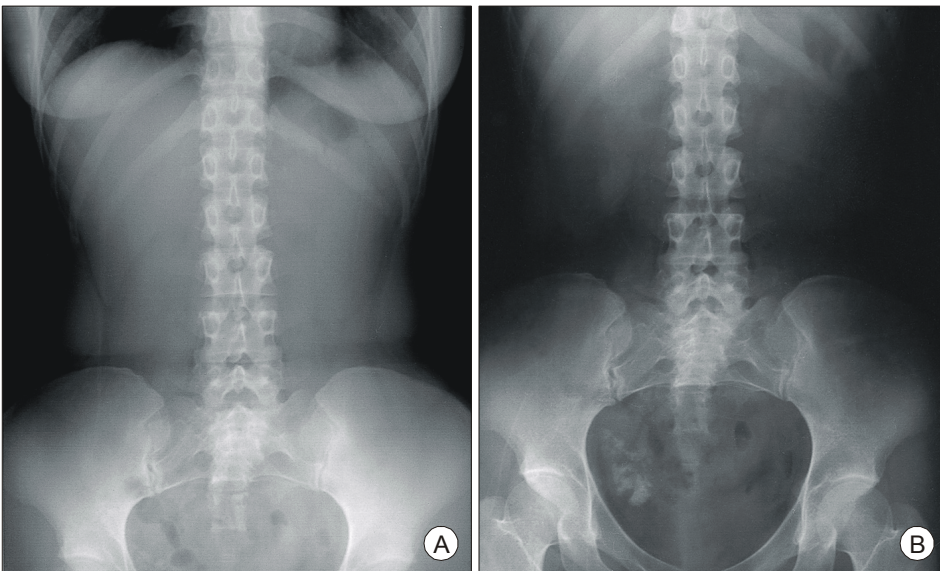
Plain abdominal X-ray finding 4 days after electrohydraulic lithotripsy, at the erect view (A) and supine view (B). It shows no remnants of bezoars.
